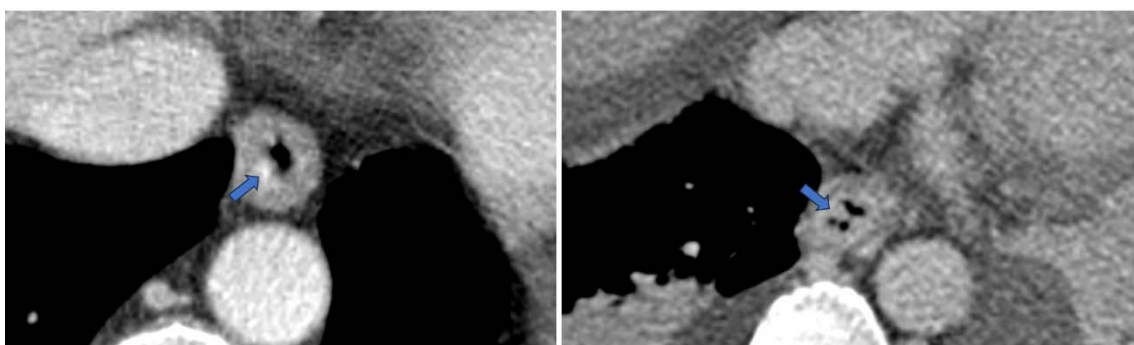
Imatges transversals del terç distal esofàgic d'una TC amb estructures tubulars que capten contrast i es projecten cap a la llum. A) Múltiples lesions nodulars, la de major mida de 6.6 mm (línia taronja). B) Lesió nodular única de 6.0 mm (línia taronja).
